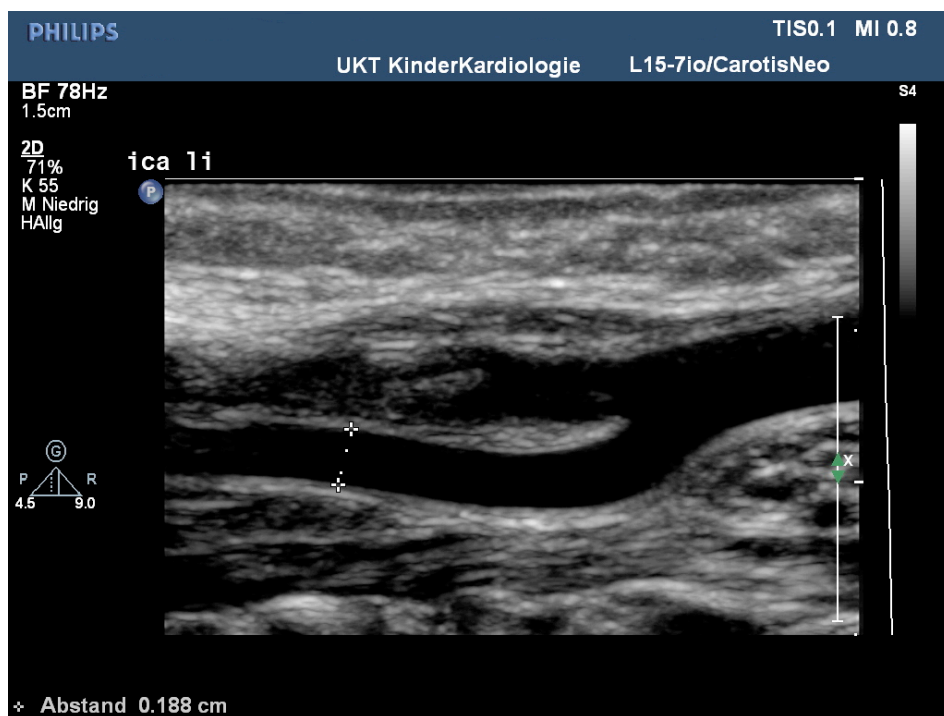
b. Dopplersonografische präoperative Untersuchung bei Neugeborenen mit angeborenem Herzfehler. B-Bild mit Bestimmung des Gefäßdurchmessers der Arteria carotis interna (ICA) links.
